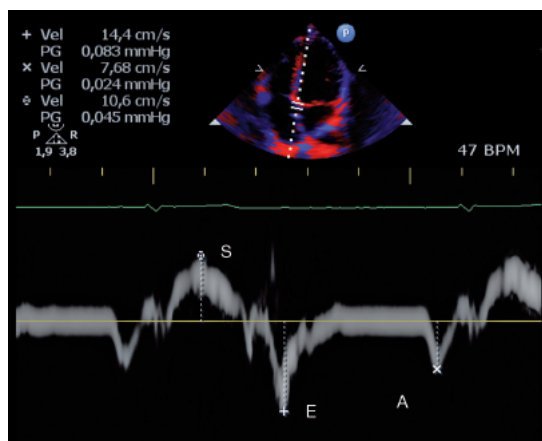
Doppler tecidual no nível do anel mitral, demonstrando velocidades miocárdicas dentro dos padrões da normalidade. Onda E avalia o relaxamento ventricular. A: sístole atrial; S: sístole ventricular.
